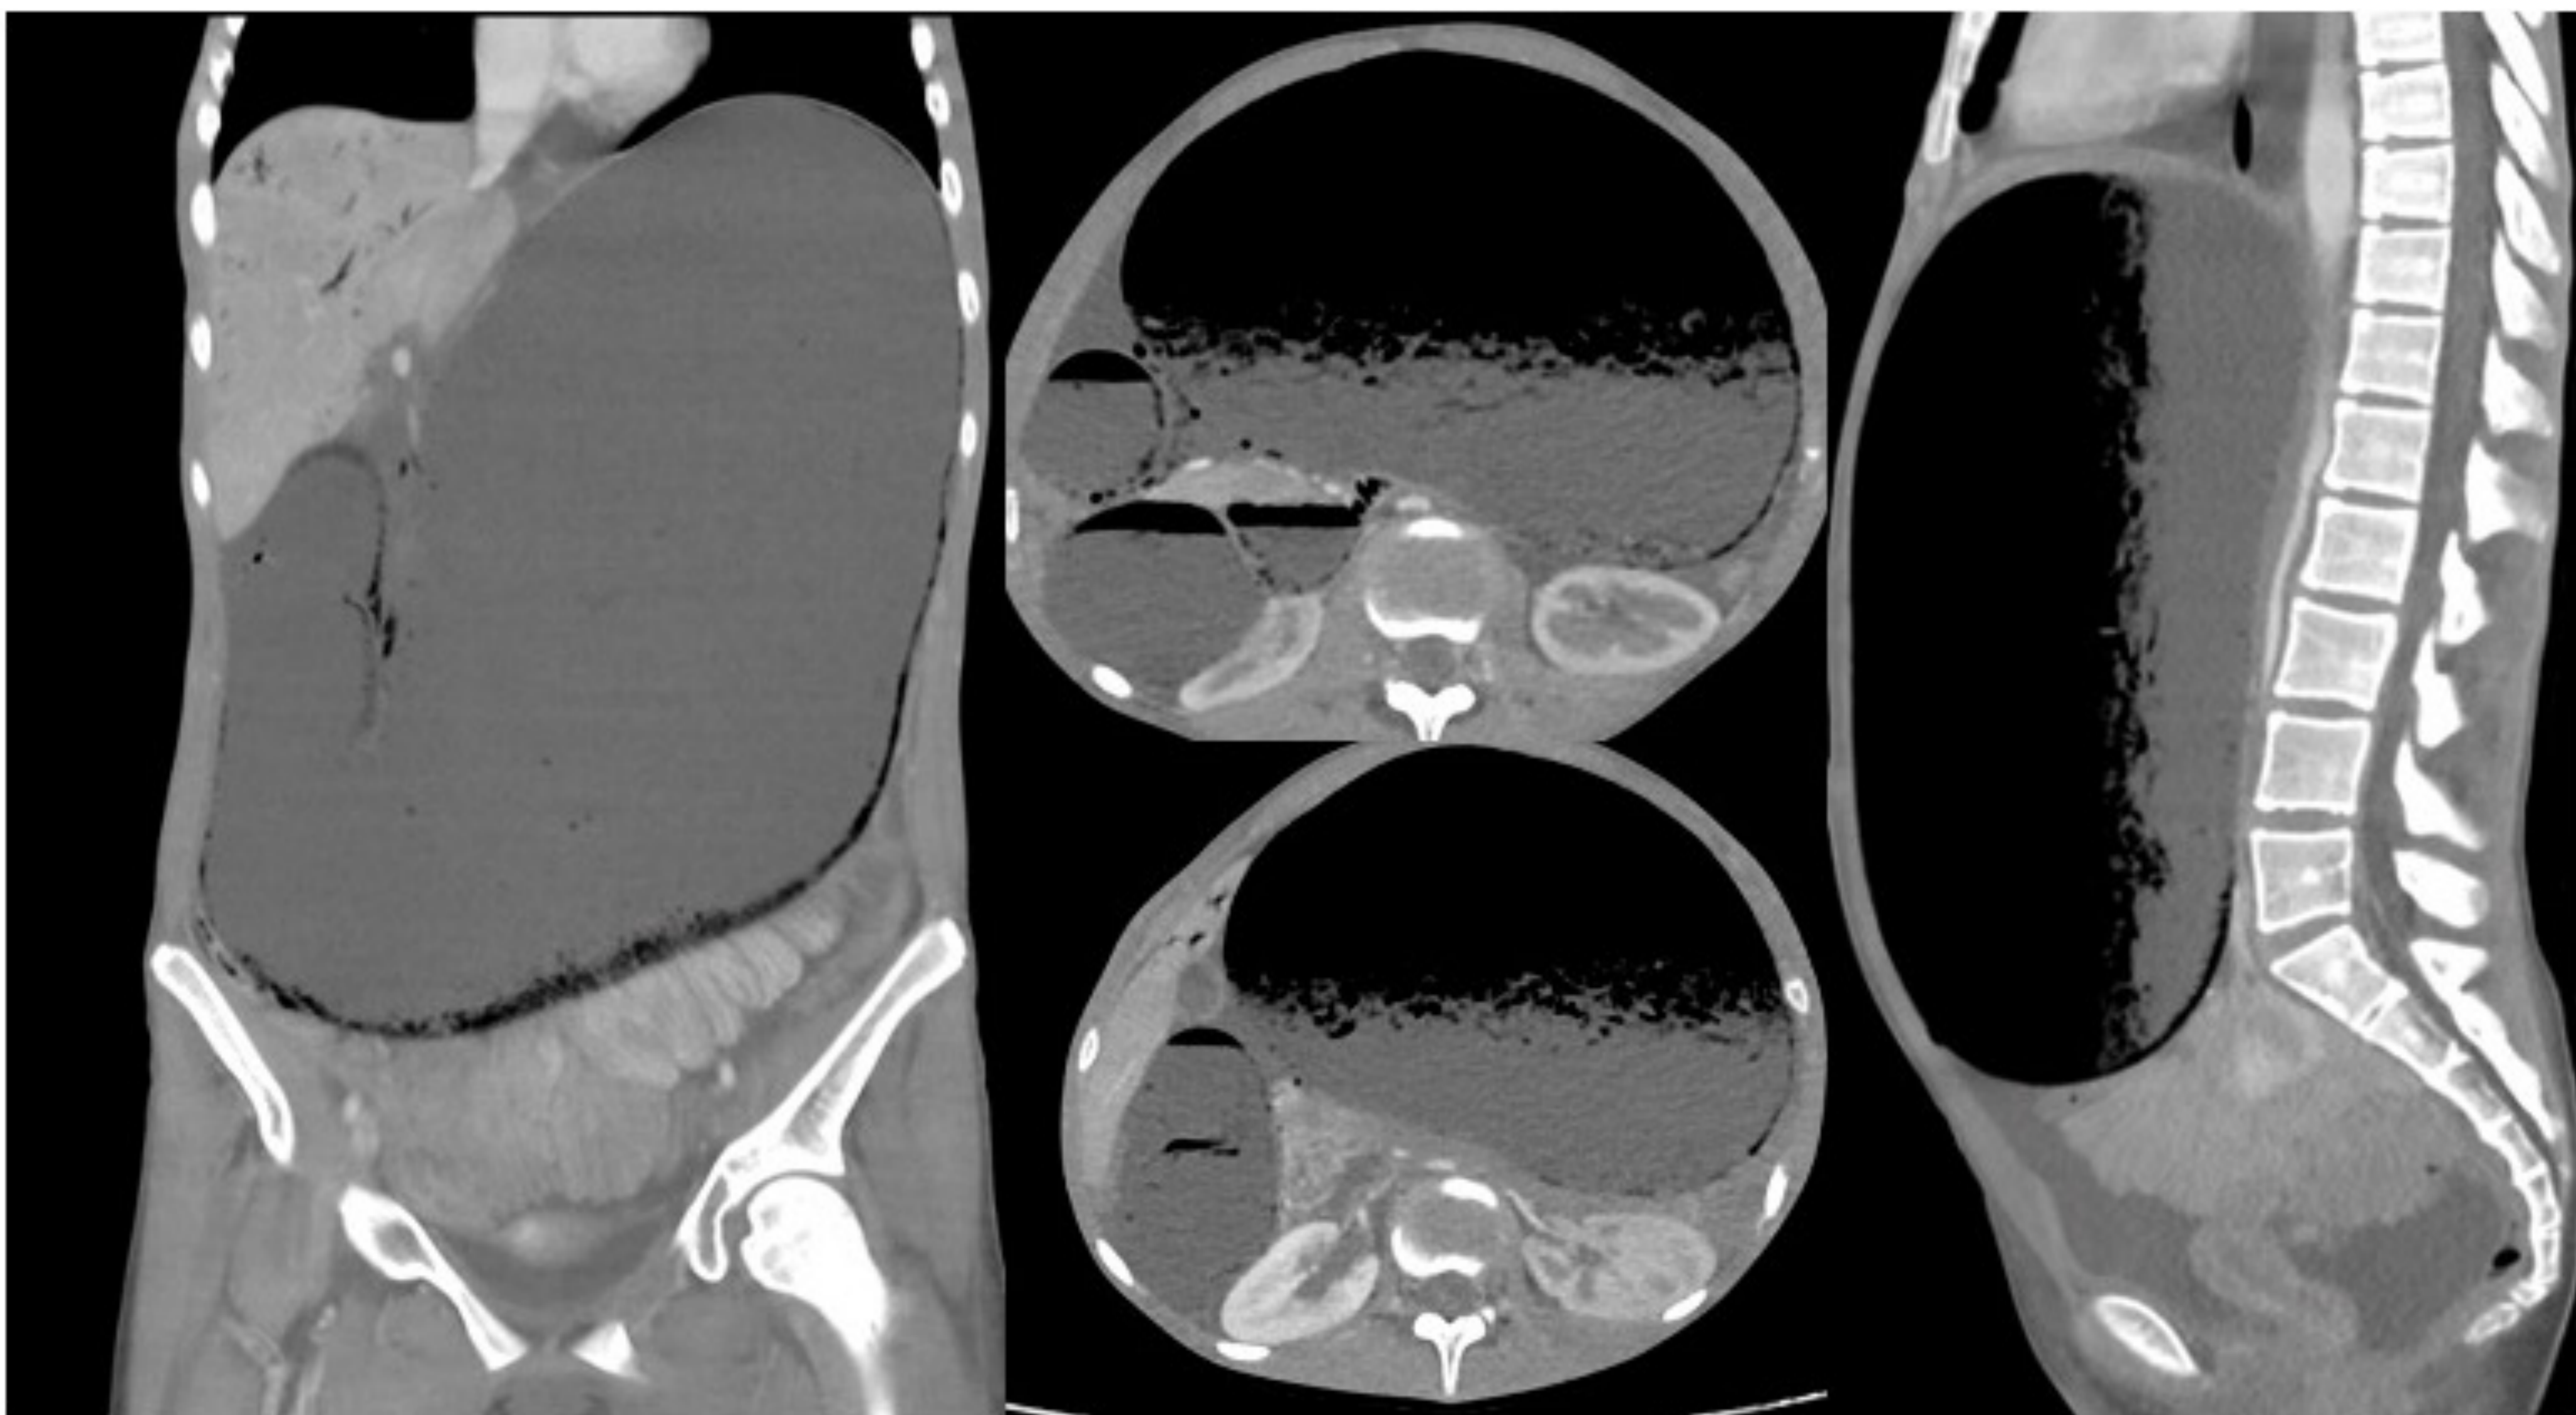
Niña de 16 años con anorexia nerviosa que acude a Urgencias por dolor abdominal, disminución de los RHA y vómitos. En la analítica presentaba elevación de RFA, del lactato y de PCR. TC urgente con CIV: Severa dilatación gástrica y de la primera y segunda porción duodenal, secundario a pinzamiento aortomesentérico duodenal, asociado a neumatosis gástrica, duodenal, gas portal intrahepático y signos de hipoperfusión visceral (hepático, renal izquierdo y de las asas intestinales) posiblemente por la compresión extrínseca gástrica. Moderada cuantía de líquido ascítico.
